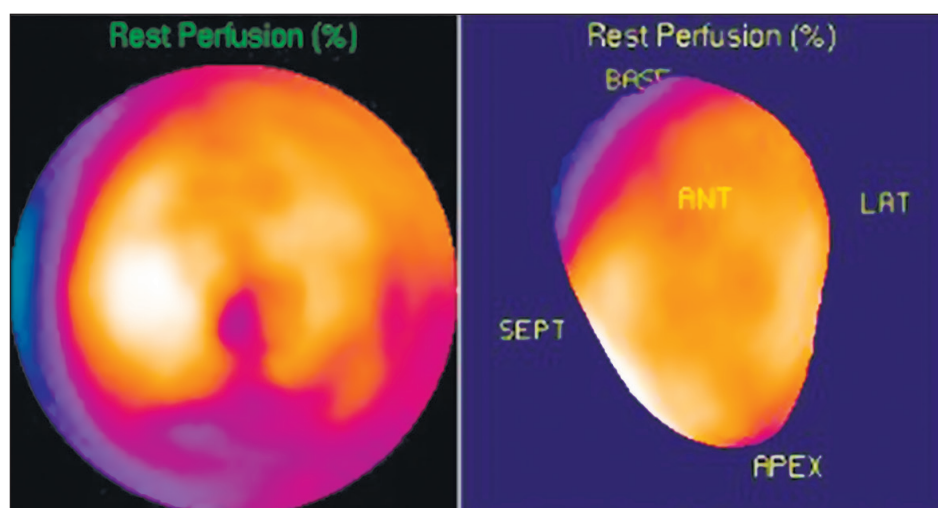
Перфузионная сцинтиграфия миокарда (в покое) от 09.06.2018: признаки нарушения коронарной микроциркуляции
